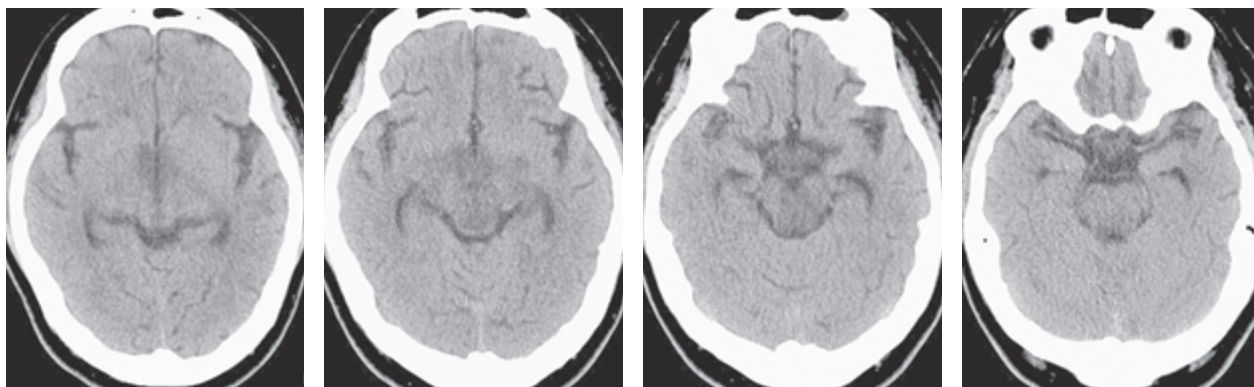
第2病日 頭部CT: 両視床下部, 第三脳室下部~中脳水道~第四脳室壁に沿った領域に浮腫性変化を認めた.
